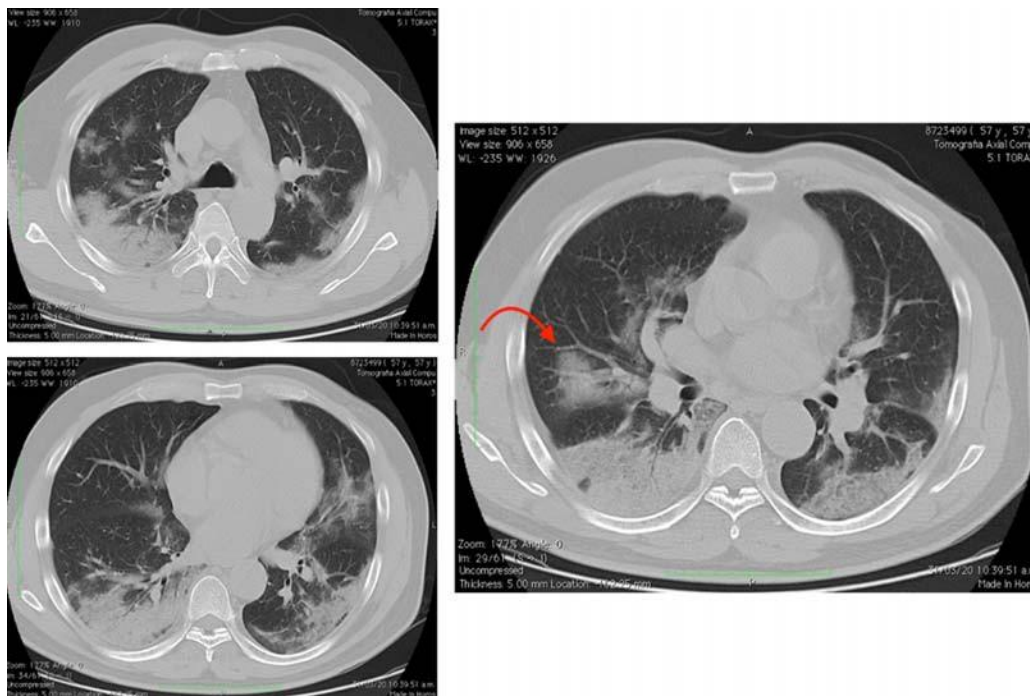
Tomografía de tórax, caso 2.
